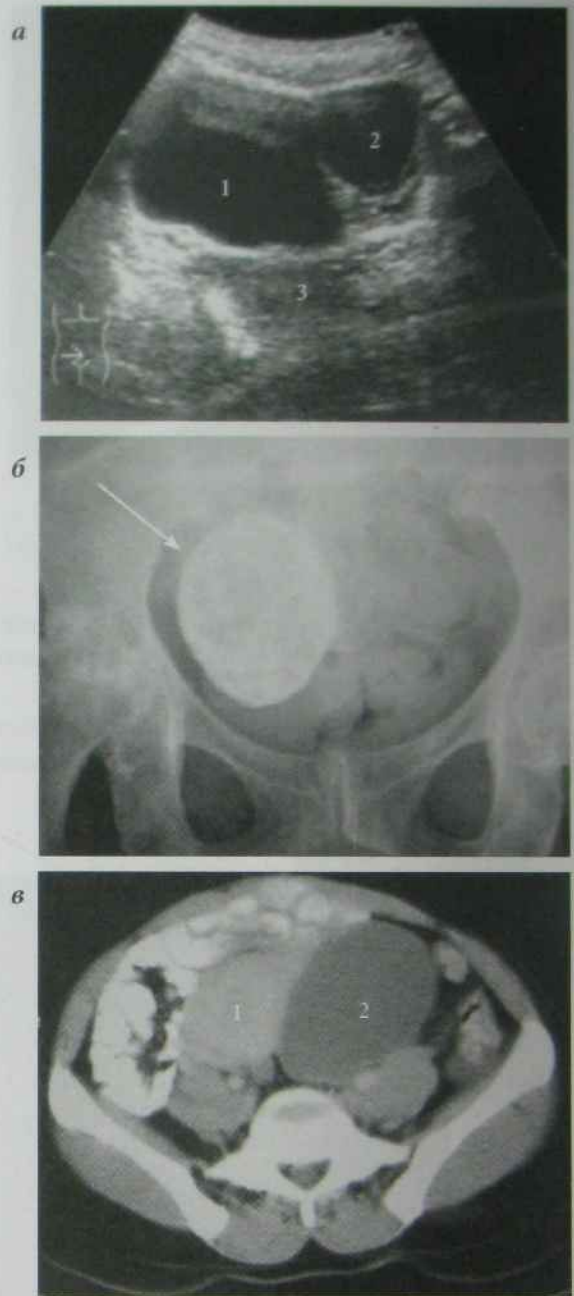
КТ малого таза, двобічний сальпінгоофорит:
